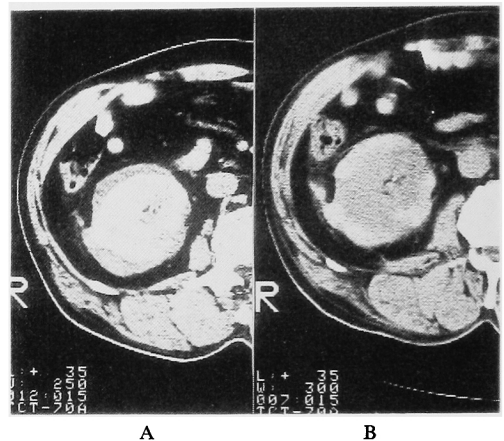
A: dynamic CT. B: conventional enhanced CT
